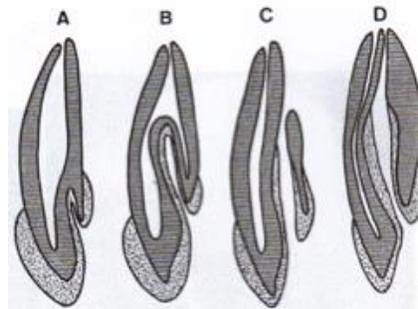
Clasificación de invaginaciones coronarias según Oehlers: A. Tipo 1; B. Tipo 2; C. Tipo 3 con un segundo foramen en el área periodontal; D. Tipo 3 con un segundo foramen en el área periapical.
